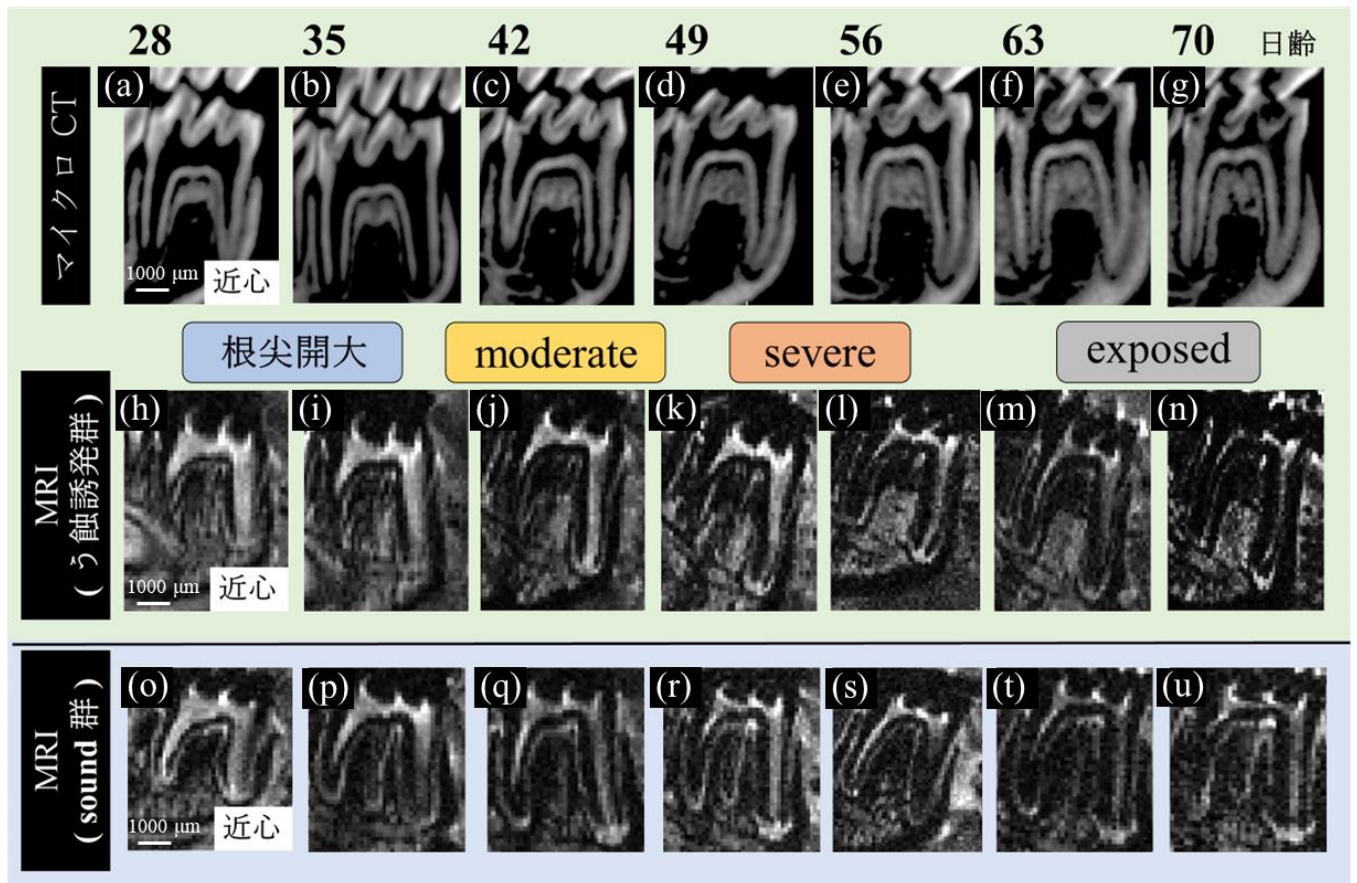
う蝕由来歯髄炎の経時的マイクロCT画像，およびT2強調画像
